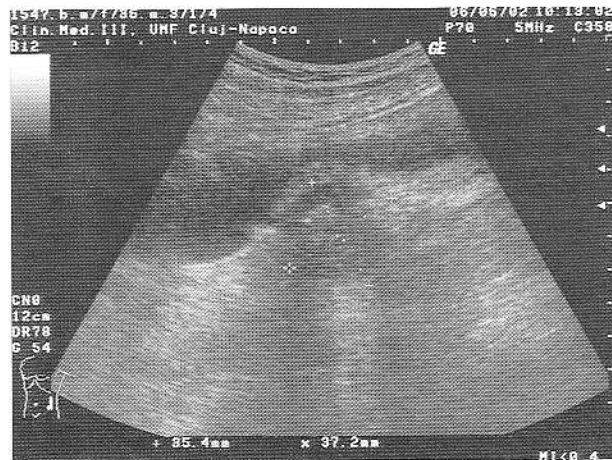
Ecografie abdominală standard - colon descendant cu pereți îngroșați; posterior de colon se vizualizează o formățune extracolonică.
